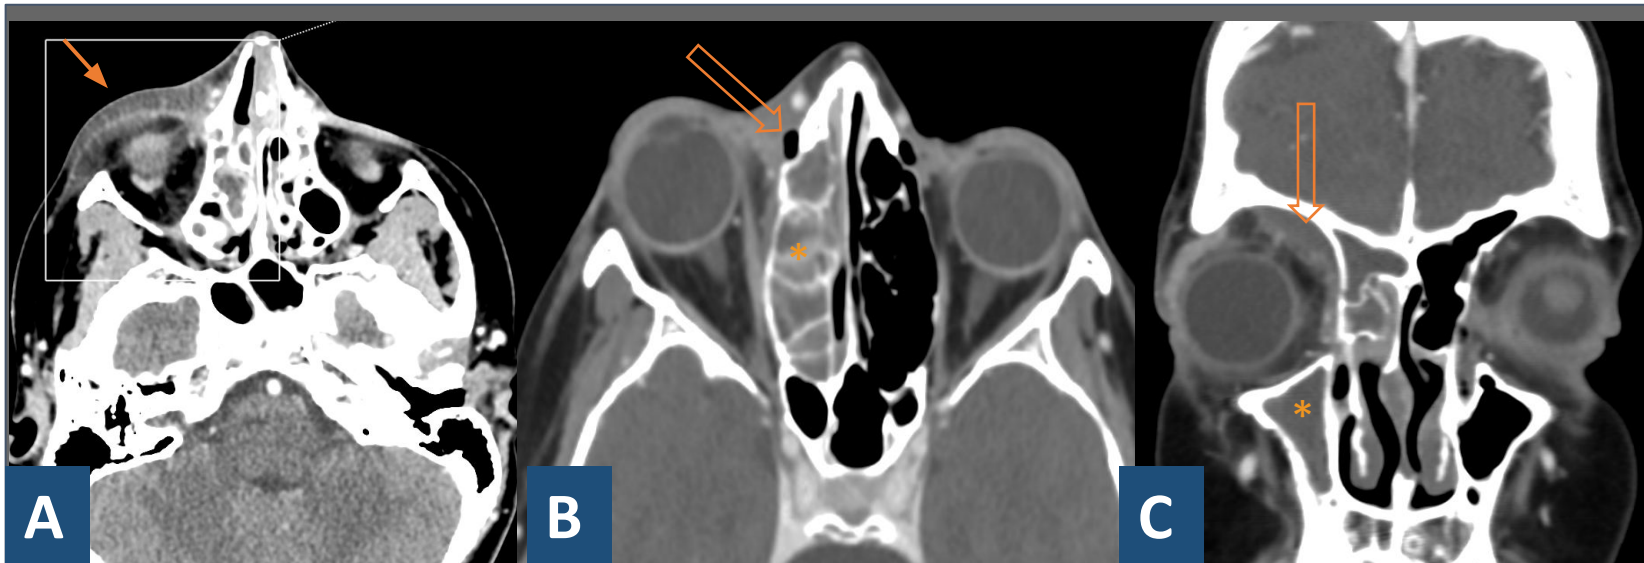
Las imágenes muestran cortes axiales A, B y coronal C de un TC con contraste en fase venosa.
